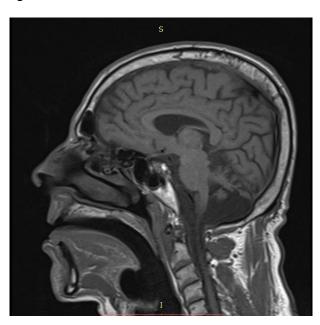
RM de crânio Caso 3
